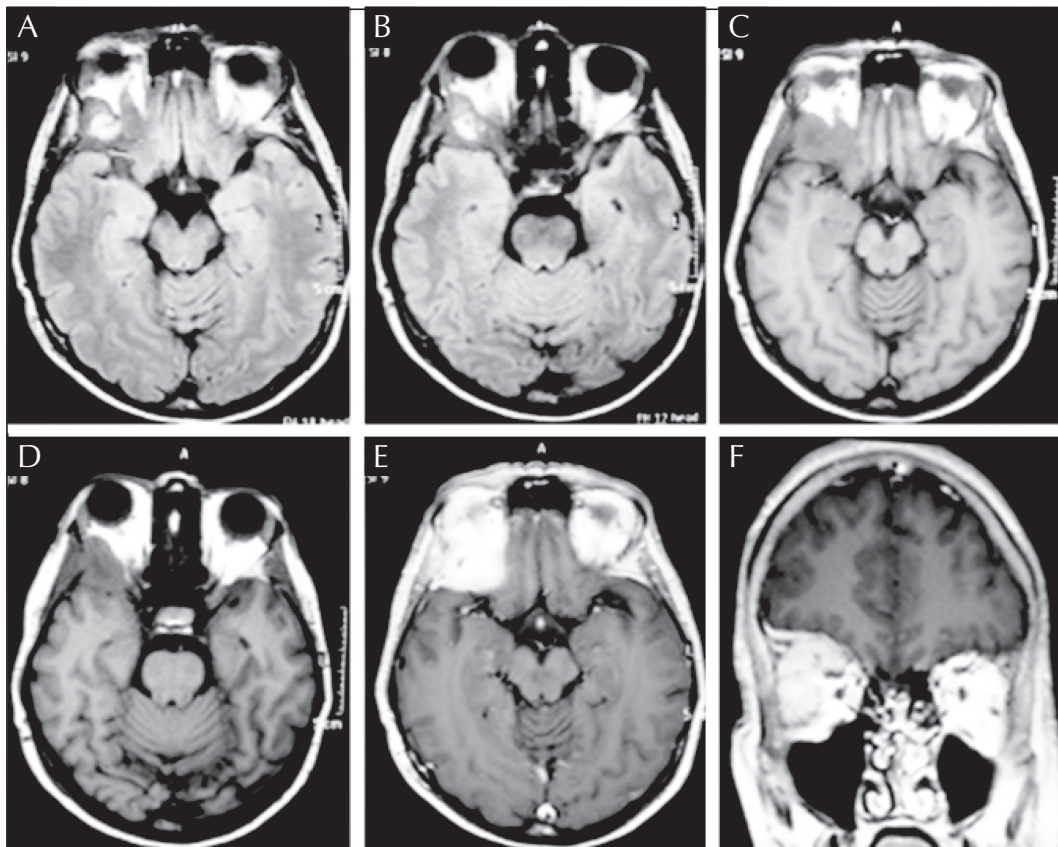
IRM cérébrale en séquence FLAIR axiale : hypersignal hétérogène orbitaire droit (A), T1 axiale avec Gadolinium : rehaussement hétérogène de la tumeur orbitaire droite (B), T1 axiale : tumeur orbitaire droite (C, D), T2 axiale : hypersignal orbitaire droit avec léger hyposignal en son centre (nécrose) (E), T1 coronale avec Gadolinium : tumeur orbitaire droite en hypersignal hétérogène lysant la grande aile du sphénoïde droit (F).
